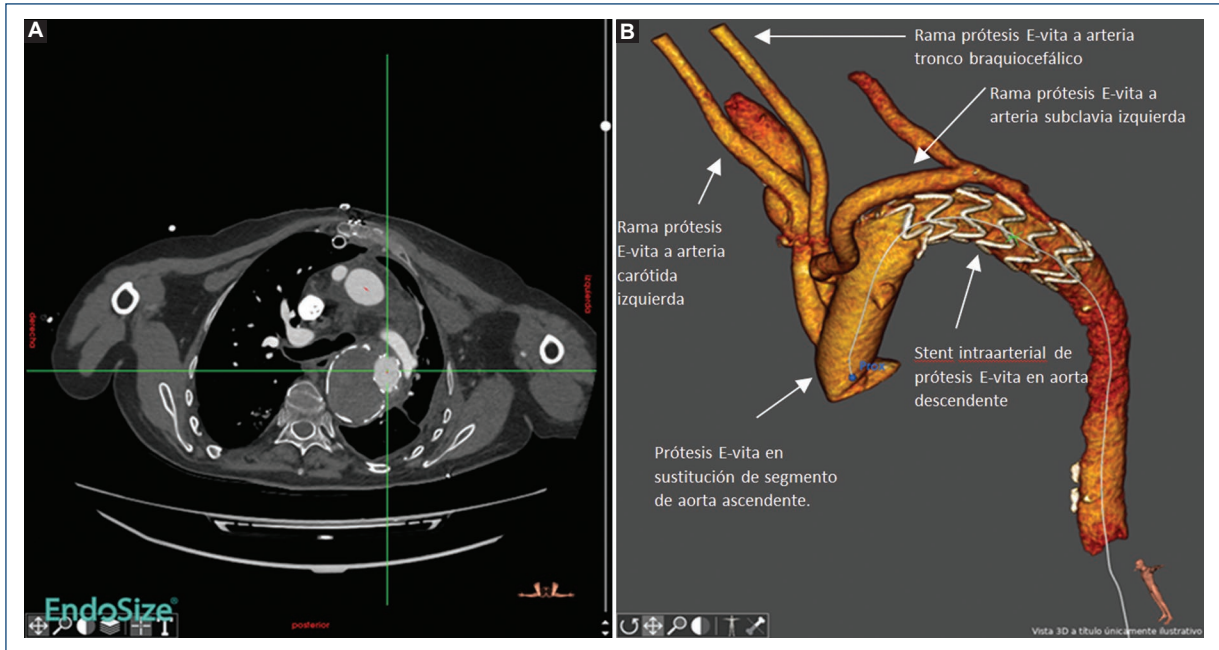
A: tomografía computarizada de aorta a las 48 horas de la intervención. Proyección axial de aorta descendente a nivel de *stent* de prótesis. Se observan trombosis completa de la luz falsa y prótesis en posición normal. B: reconstrucción 3D que muestra la prótesis normoimplantada con ramas hacia los troncos supraaórticos y *stent* en la aorta descendente.
